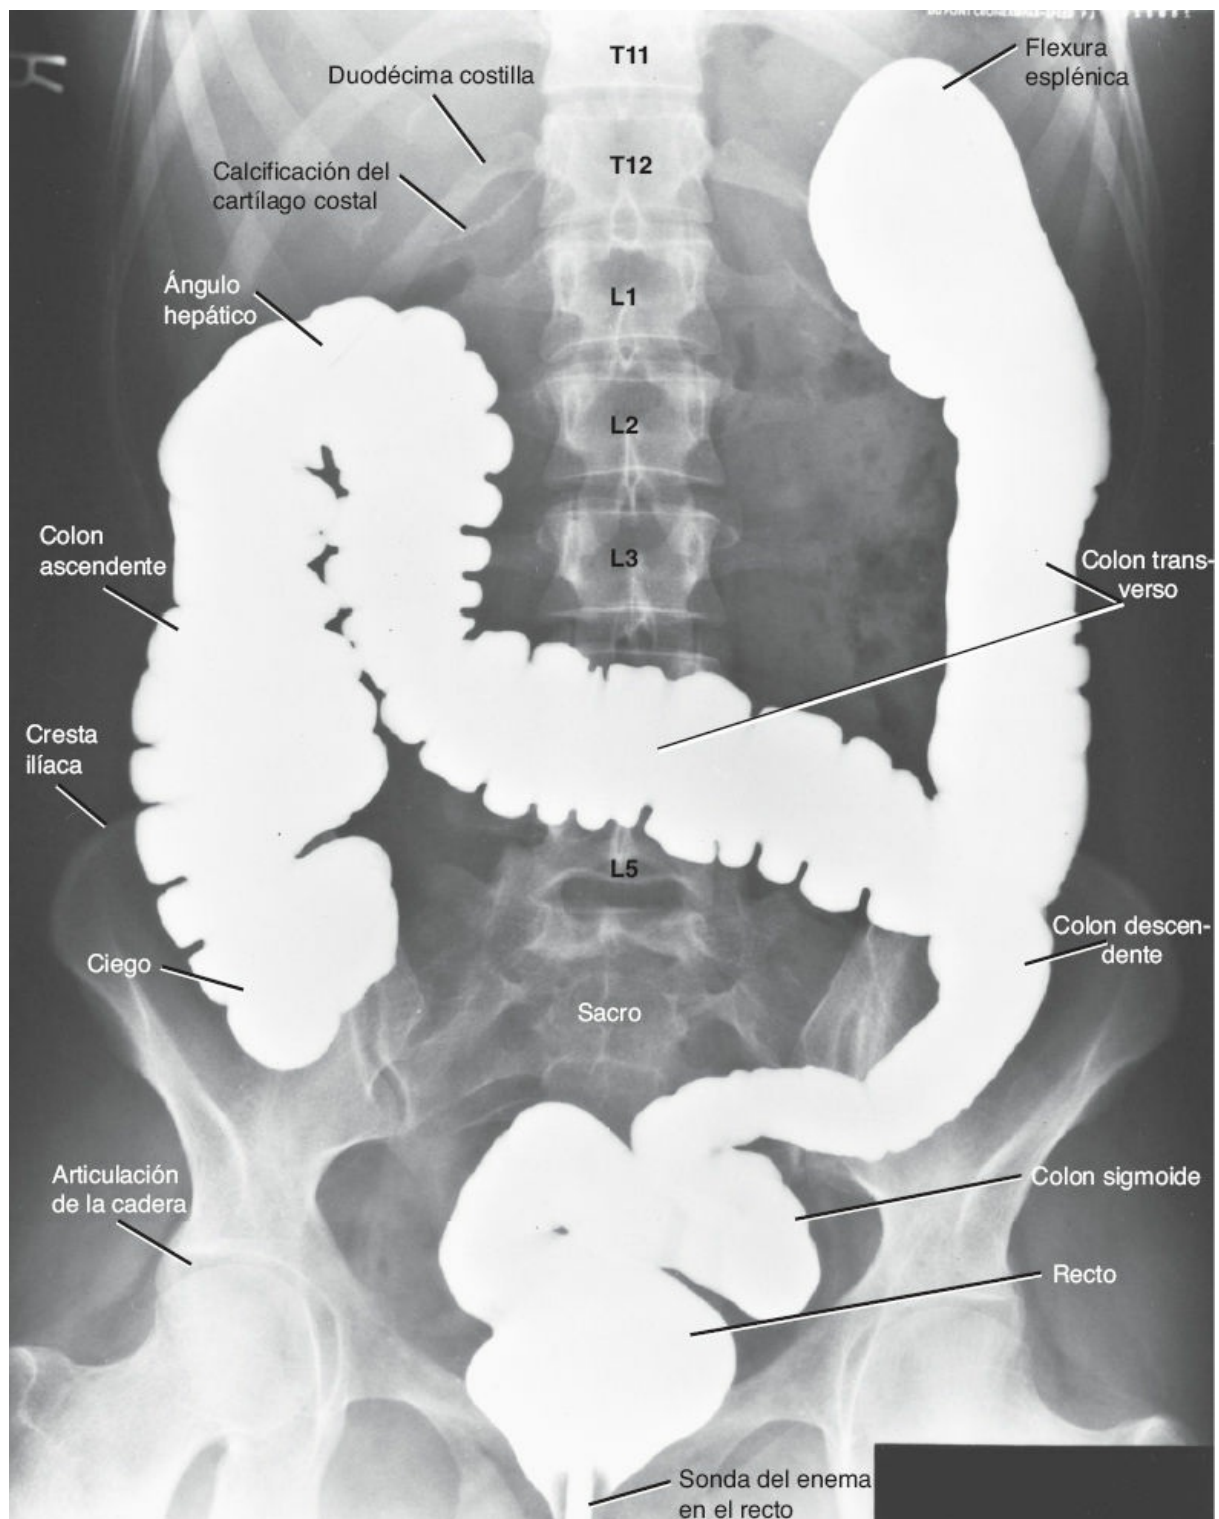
Radiografía anteroposterior del intestino grueso después del enema con bario.
